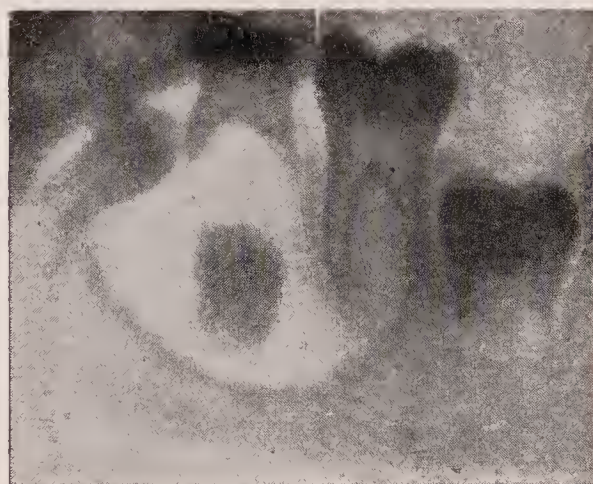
Röntgenbild einer Follikuläre cyste vom retin. 2. Prämolaren aus. (Aus: Moral, Zahnkrankh.)
